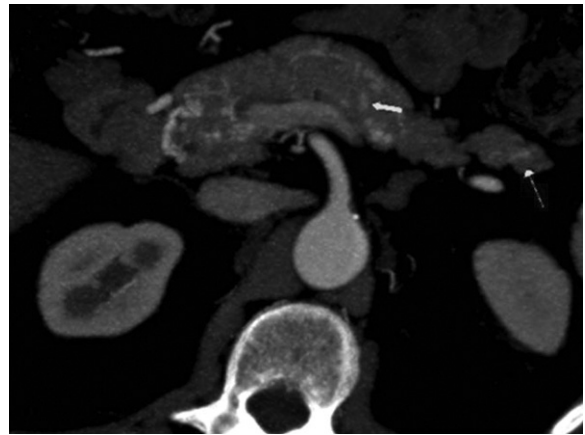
Telangiectasias pancreáticas en un paciente varón de 74 años de edad con diagnóstico de THH. El corte axial de angio-TC de abdomen en la fase arterial muestra múltiples opacificaciones focales, compatibles con telangiectasias, fundamentalmente en la cabeza y cola del páncreas (flecha).
